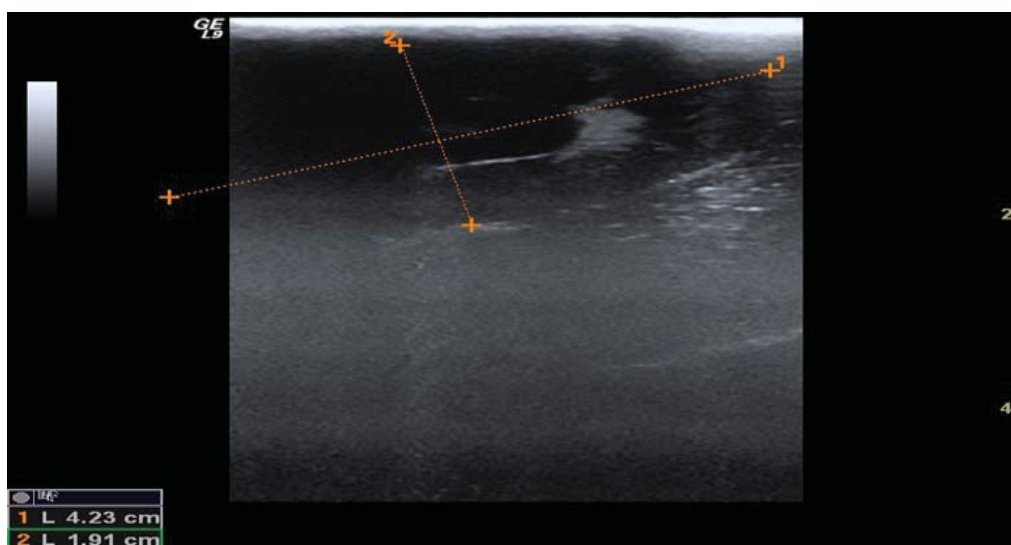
УЗИ почки кролика на 7 сутки после эксперимента
